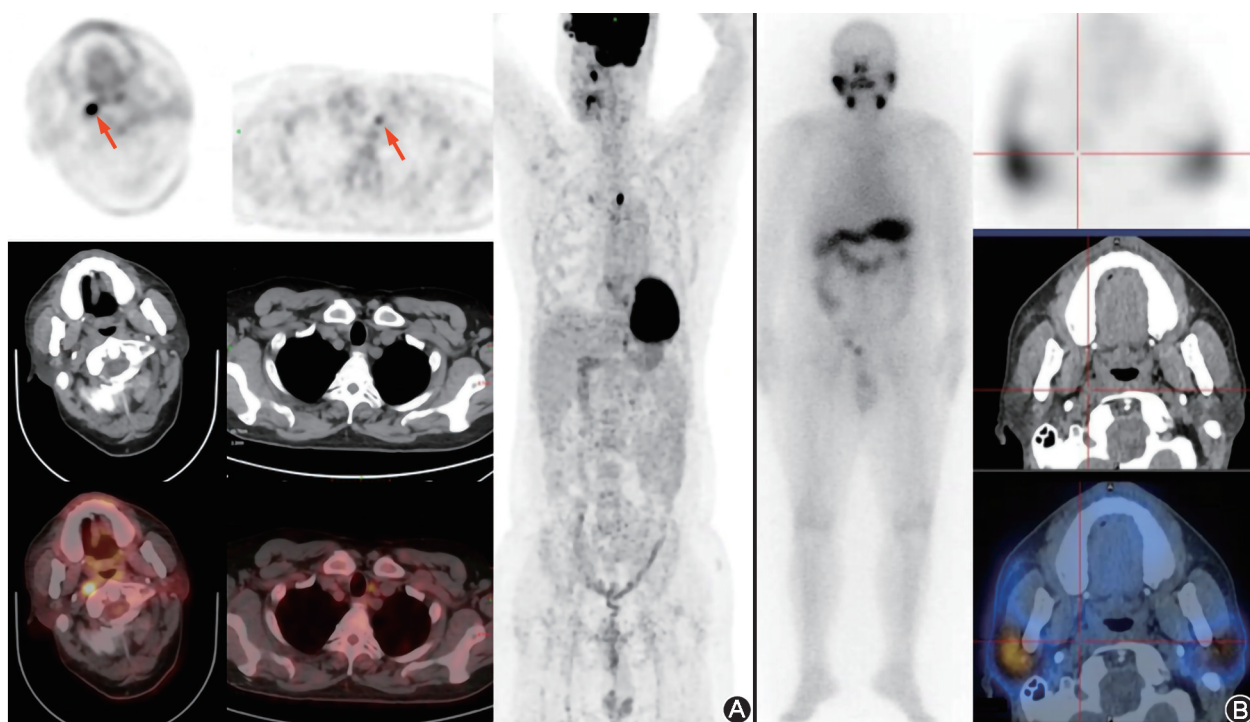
同一患者第2次 ^{131}I 治疗前后显像图 A.治疗前 ^{18}F -FDG PET/CT显像见颈部多发淋巴结转移灶(箭头示);B.治疗后 ^{131}I 全身及SPECT/CT显像颈部未见明显残留甲状腺组织显影,全身未发现功能性转移灶(十字交叉线示颈部淋巴结转移灶未摄取 ^{131}I)
